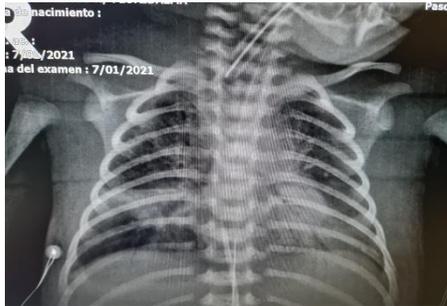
Radiografía de tórax evidenciando Neumonía Nosocomial. Se observa consolidado alveolar con broncograma aéreo
